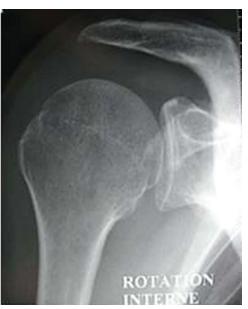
Contrôle radiographique de face après acromioplastie.
